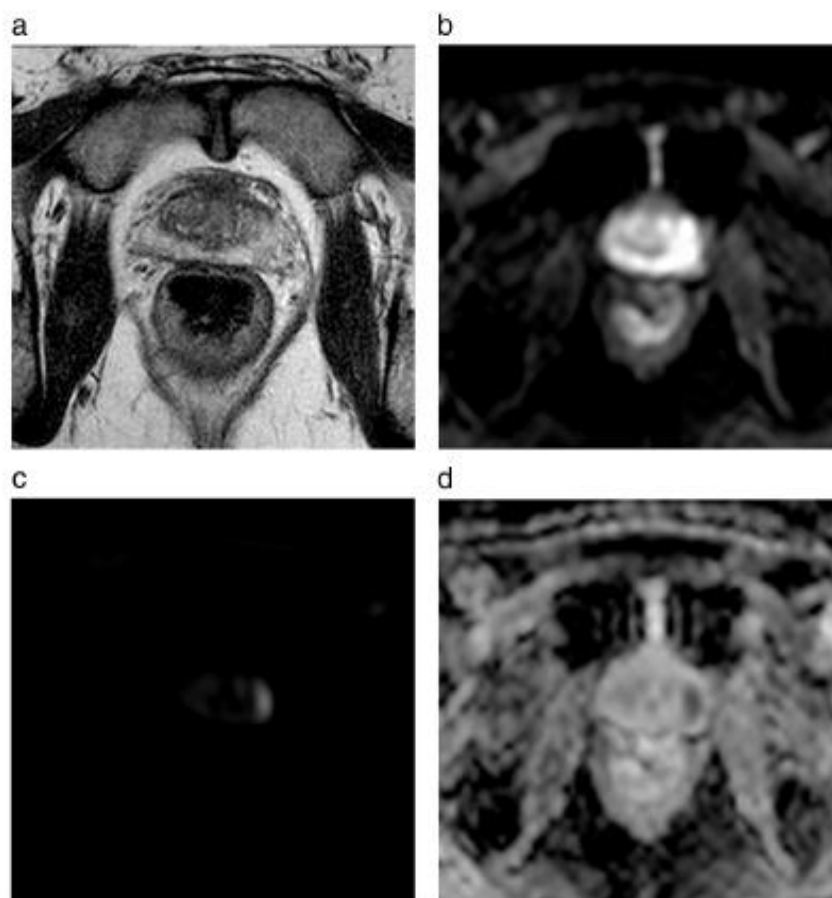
A 65-years-old patient with PCa in the left PZ of the prostate. (a) T2-w image shows a hypointense signal area in the left PZ. (b) DWI image with a b-value of 50 s/mm². (c) DWI image with a b-value of 2000 s/mm² showing a hyperintense signal area corresponding to the tumor. (d) The corresponding ADC map estimated from b = 50, 2000 s/mm² shows a hypointense area, confirming the presence of the lesion. Mean ADC in the lesion was 0.68×10^{-3} mm²/s.
